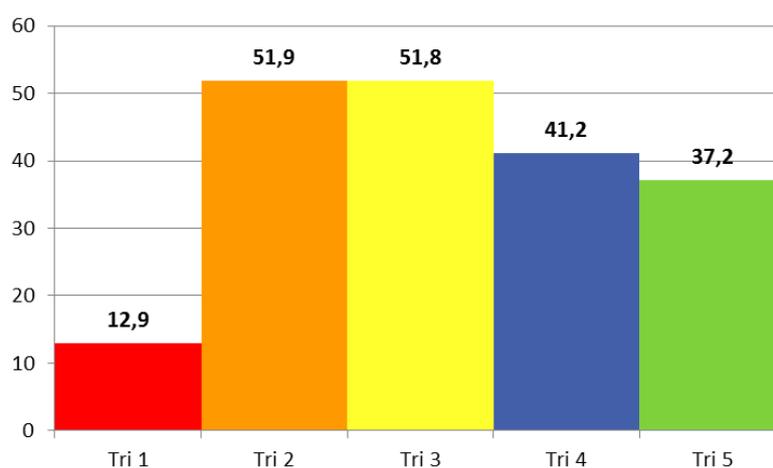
Histogramme du nombre de patients (%) ayant eu une radiographie selon le niveau de tri par l'IOA
